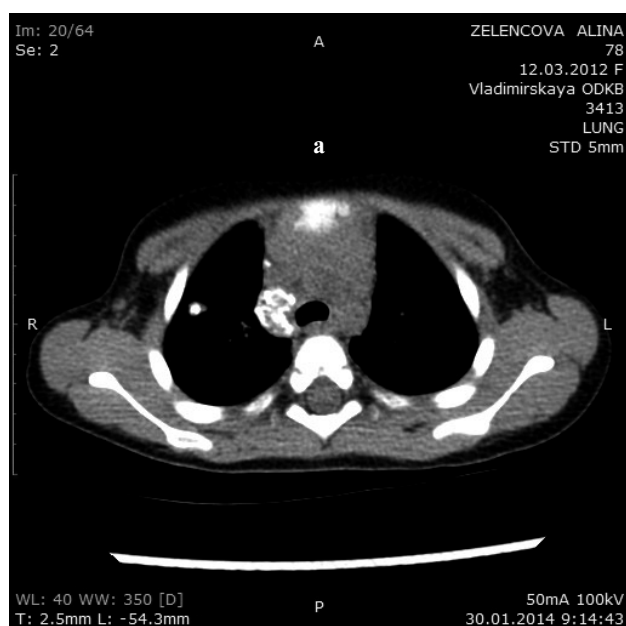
Сканы КТ органов грудной клетки (аксиальные срезы, абдоминальное окно) пациентки З.
